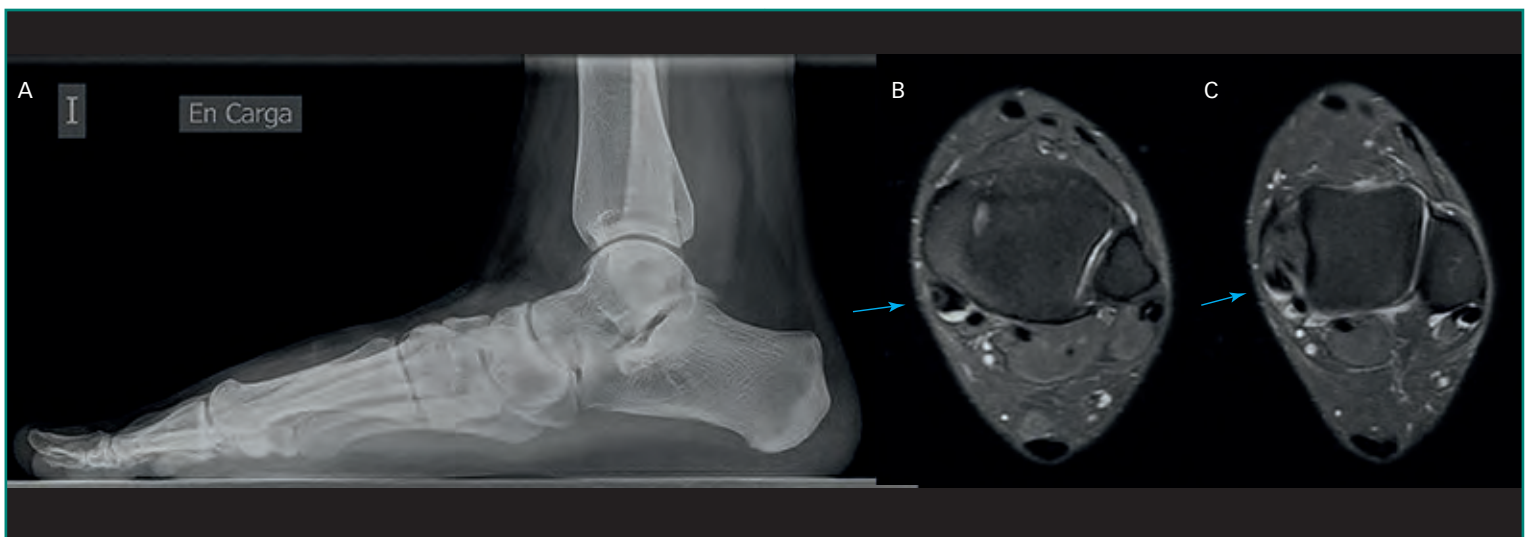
Pie plano. A: Rx simple lateral en carga con rotura tipo 1; B: RM axial donde se ve hipertrofia del tibial posterior (flecha azul en B y C).
